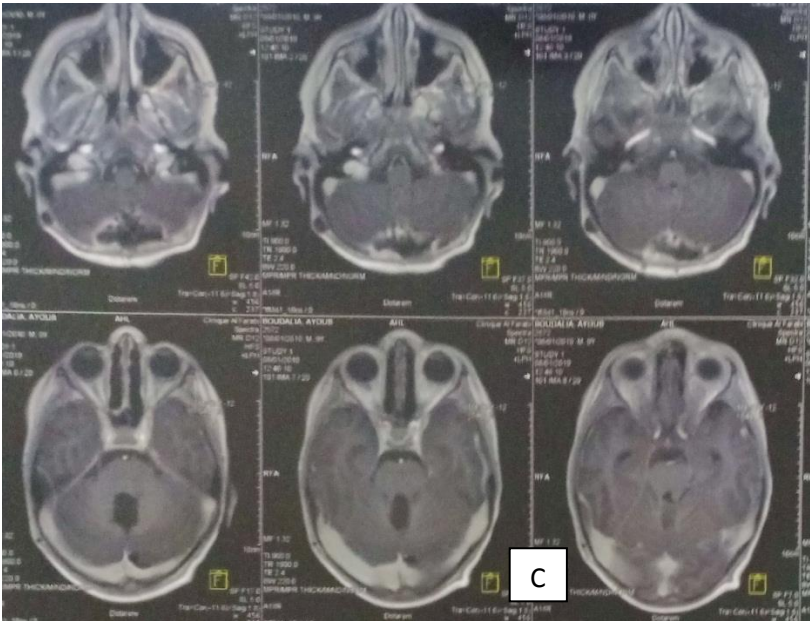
C) et D): IRM cérébrale coupe axiale et sagittale post opératoire pas de reliquat tumorale et pas de dilatation ventriculaire.
